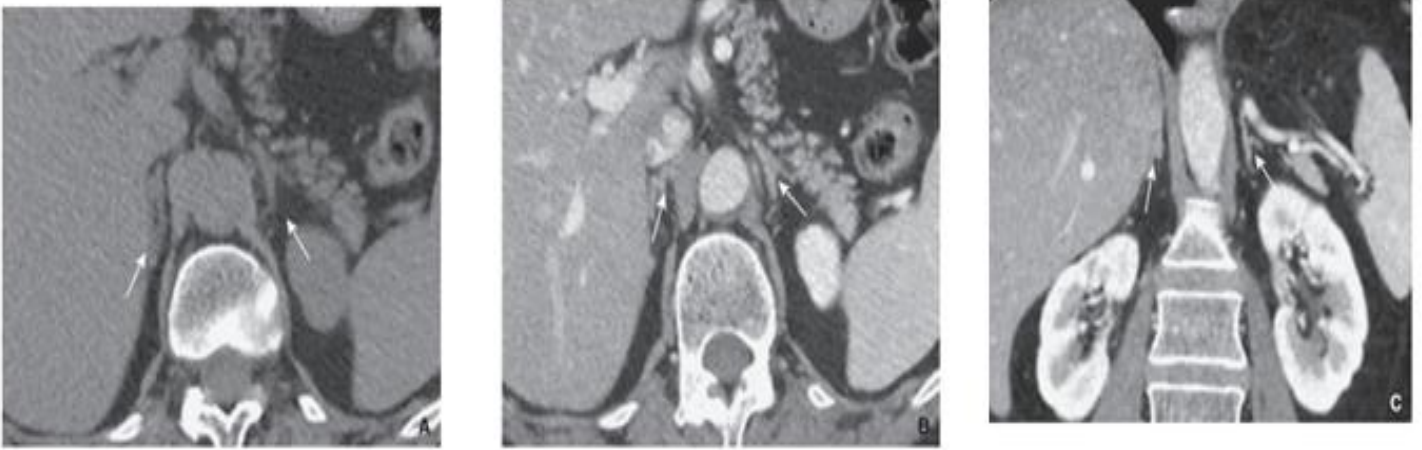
Coupe axiale (A) sans injection de produit de contraste et coupe axiale (B) coronale (C) en TDM des surrénales après injection de produit de contraste. Noter le rehaussement glandulaire homogène (flèches) au temps portal [29].
